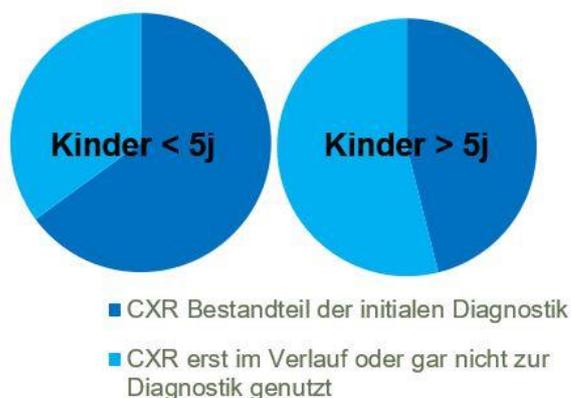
Zeitpunkt der Röntgen-Thorax-Aufnahme (CXR) im Teilnehmerkollektiv bei jüngeren und älteren Kindern (j=Jahre).
